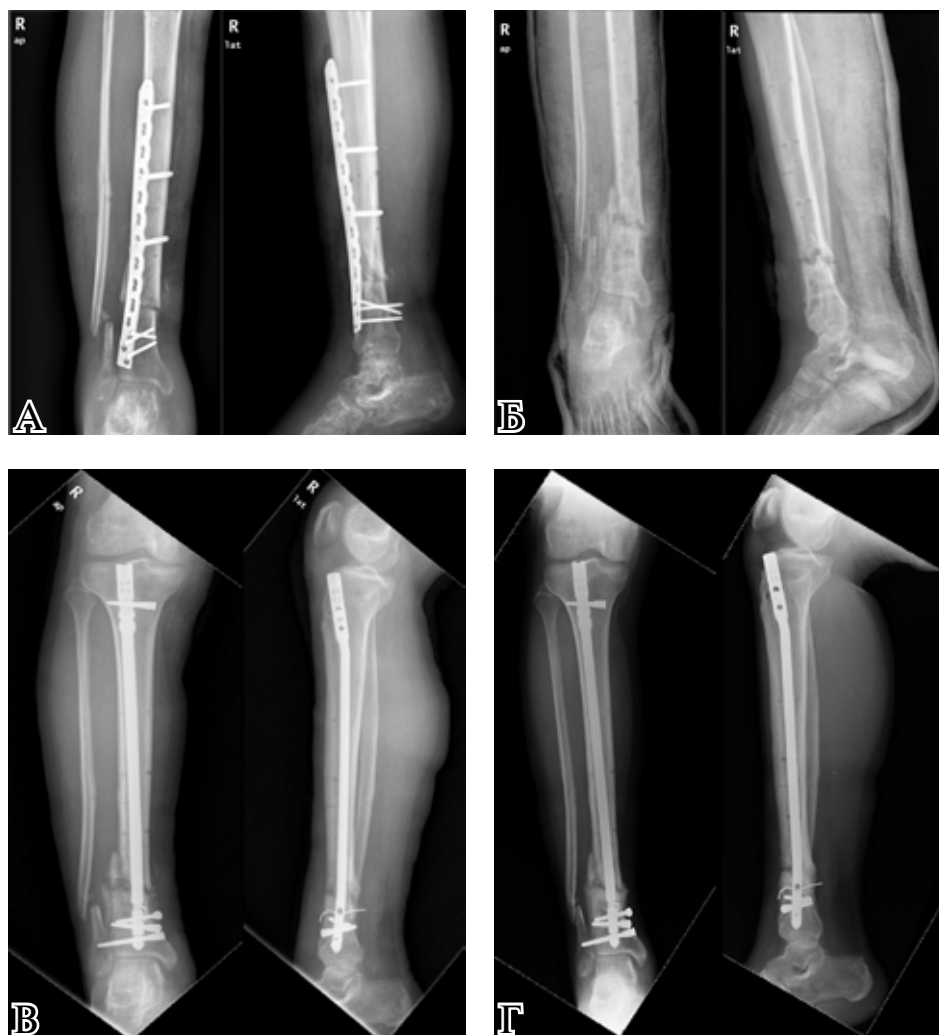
Рентгенограммы пациента, 29 лет. А – после остеосинтеза пластиной; Б – после удаления пластины; В – после остеосинтеза стержнем с блокированием и антибактериальным покрытием в рамках клинических испытаний; Г – через 60 суток после остеосинтеза стержнем с блокированием и антибактериальным покрытием в рамках клинических испытаний.
